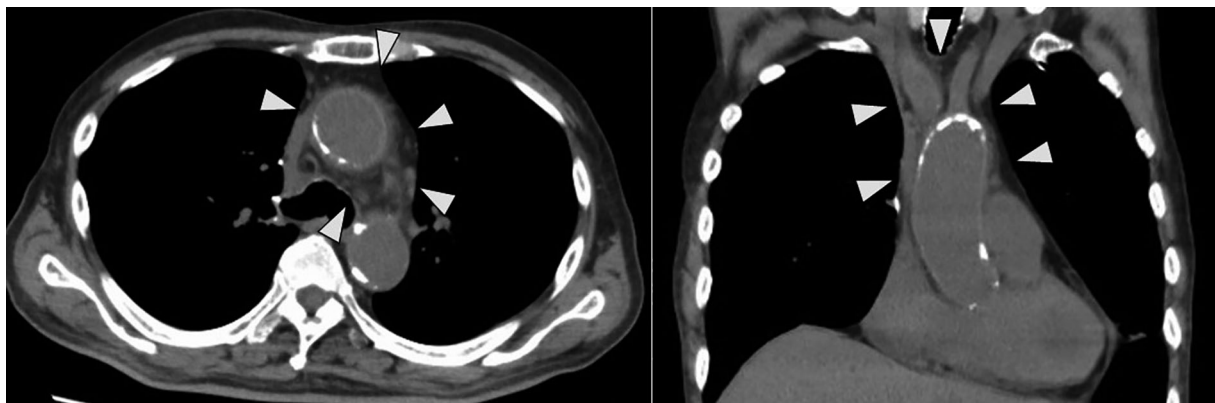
Plain CT on day 14 of the second course showing thickening of the arterial wall from the ascending aorta to the origin of the brachiocephalic artery, white arrows showing increased adipose tissue density in the surrounding area.
